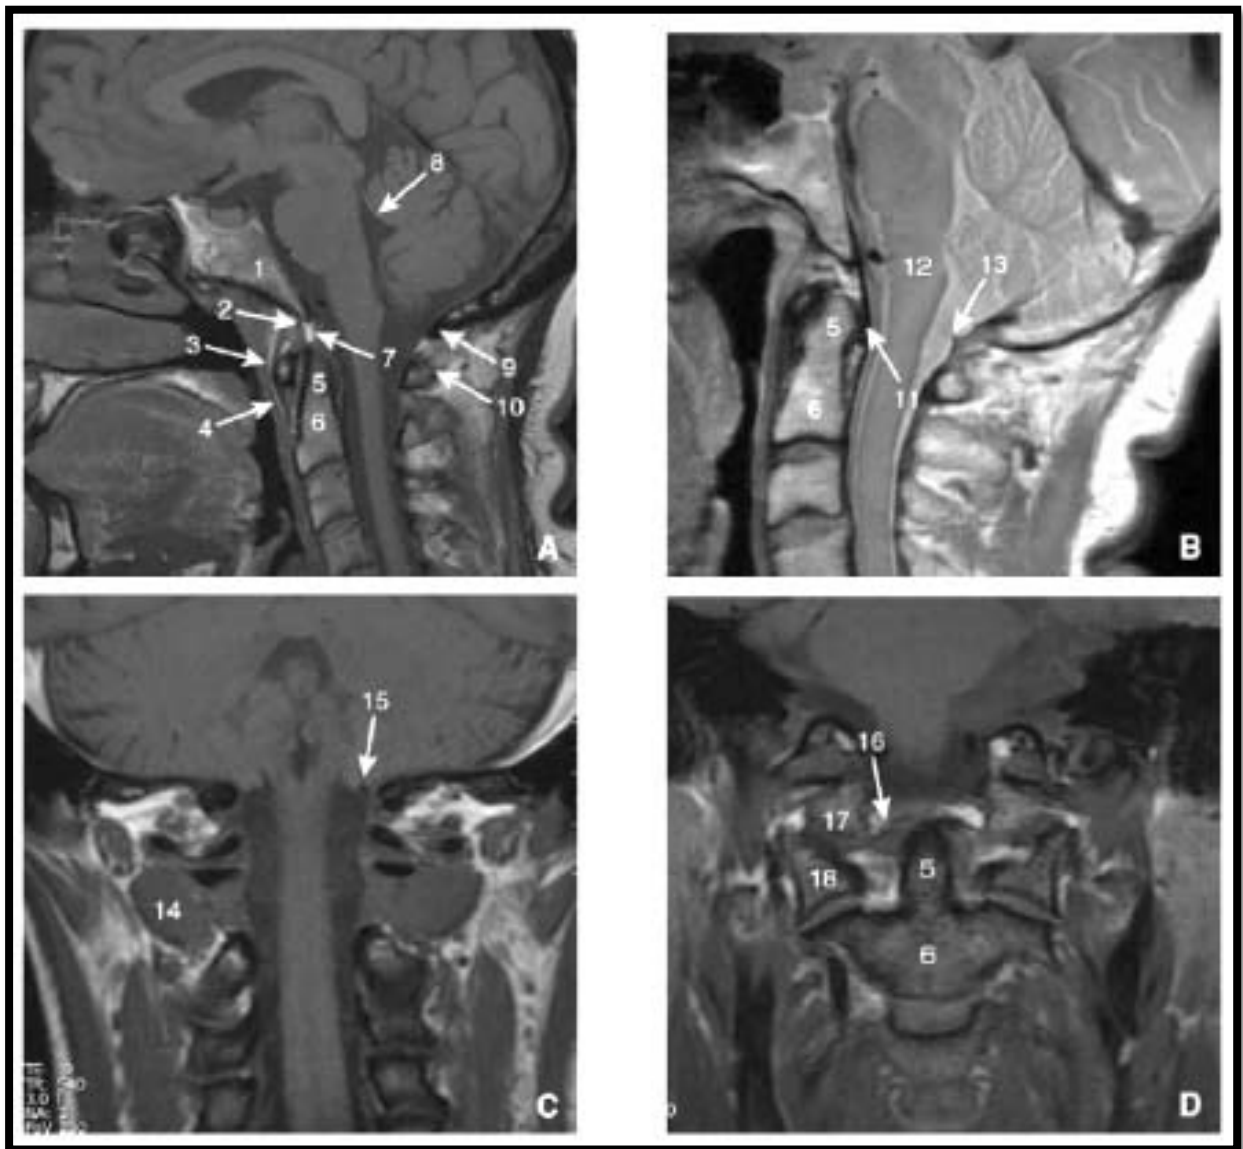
Charnière crânio-cervicale en IRM en coupes sagittales en T1 (A), en densité protonique (B) et en coupes coronales en T1 (C, D). [93]
